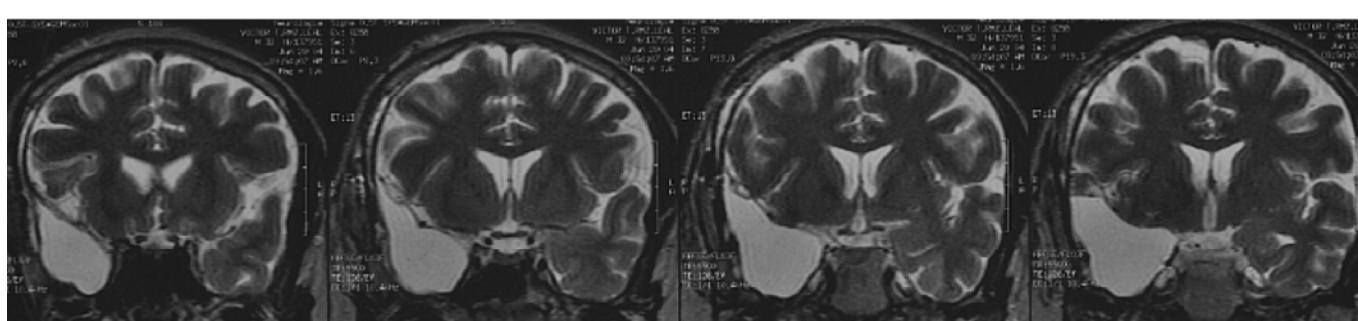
Secuencia de cortes coronales de RM-T2 que muestran la resección temporal derecha, incluidos la amígdala y el hipocampo.
